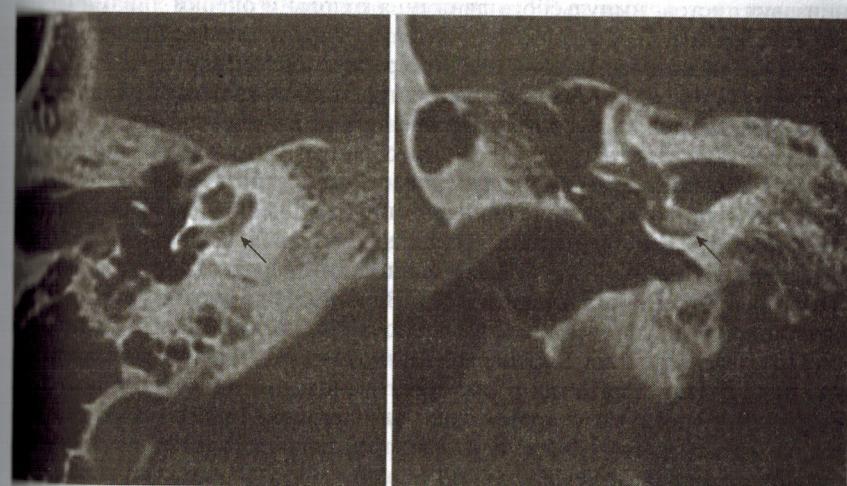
КТ. Оссификация лабиринта после перенесенного менингита у пациента
